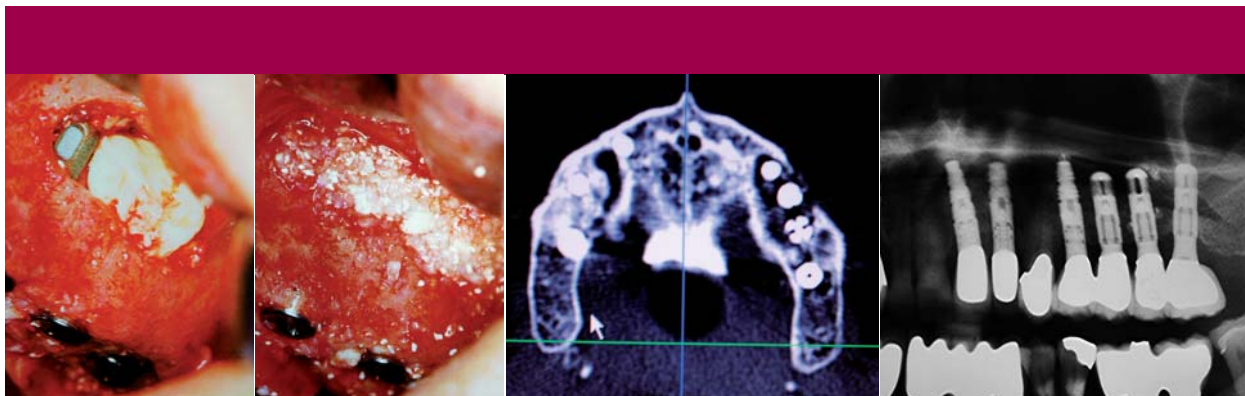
Verfüllen laterale Anteile.– Abb. 7: Verfüllen Spalträume.– Abb. 8: CT bei Eröffnung.– Abb. 9: Detail-OPG mit definitiver Versorgung.
